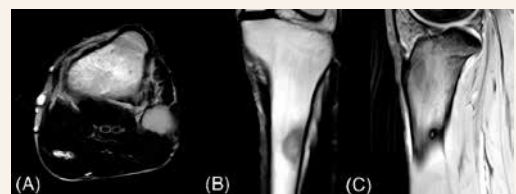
1.1 Plain Xray of the left tibia showed the presence of a nodule on (A) AP and (B) lateral view (yellow arrow). 1.2 An MRI Sequence T1WI and STIR of the left tibia revealed a nidus
